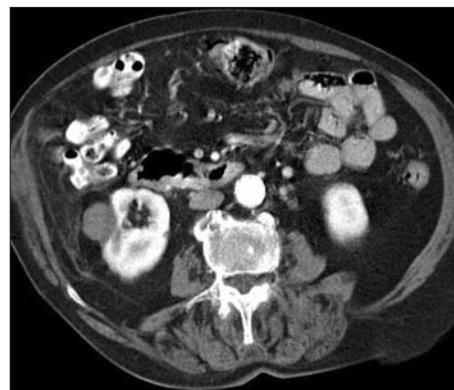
Caso 1: tomografía computarizada al mes de la ablación por radiofrecuencia, se observa el nódulo hipodenso sin captación de contraste intravenoso.
